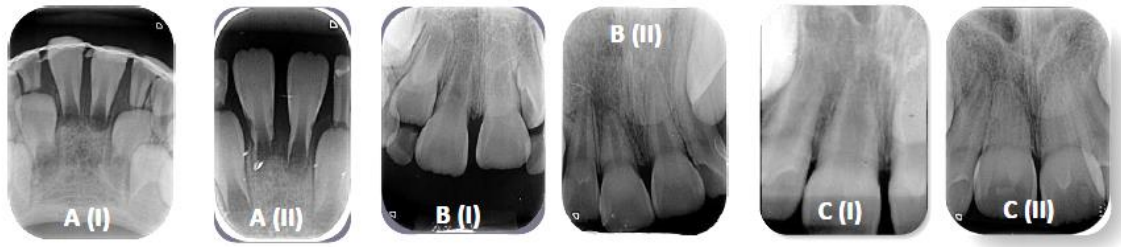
Radiographic parameters for diagnosis of pulpal healing: (A: I - II) pulp survival without radiographic change; (B: I - II) pulp canal obliteration; (C: I- II) pulp bone.
